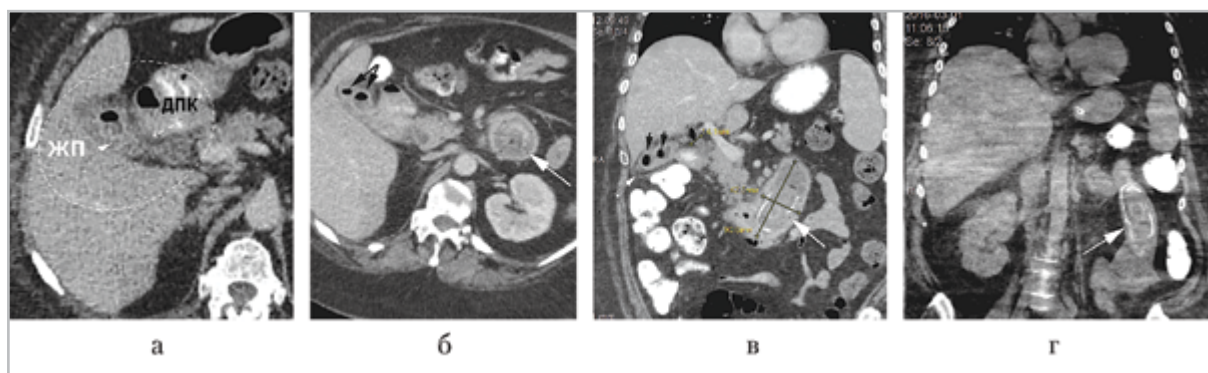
МСК-томограммы брюшной полости пациентки К., 57 лет, в динамике: при поступлении (а – в) и через 10 дней (г): а – в – желчный пузырь содержит 2 слоистых конкремента (черные стрелки), сморщен, стенки утолщены, с нечетким контуром (белые короткие стрелки), между 12-перстной кишкой и желчным пузырем – свищ (белая пунктирная стрелка). В просвете пузыря и холедохе – газ. В 12-перстной кишке конкремент размером 42,5 × 90,5 мм (в), который мигрировал в тощую кишку (г) на 10-е сутки (белые длинные стрелки)
